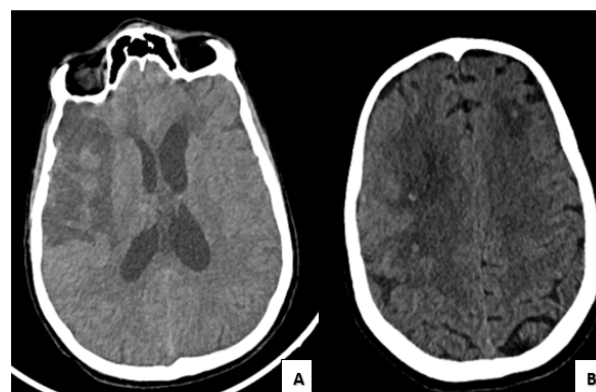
TDM cérébrale sans injection du produit de contraste, coupes axiales : montre une plage
